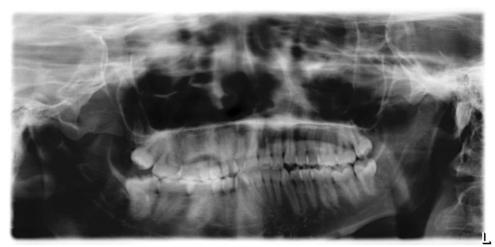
Orthopantomogramme de patient avec FOP. Trismus serré.
